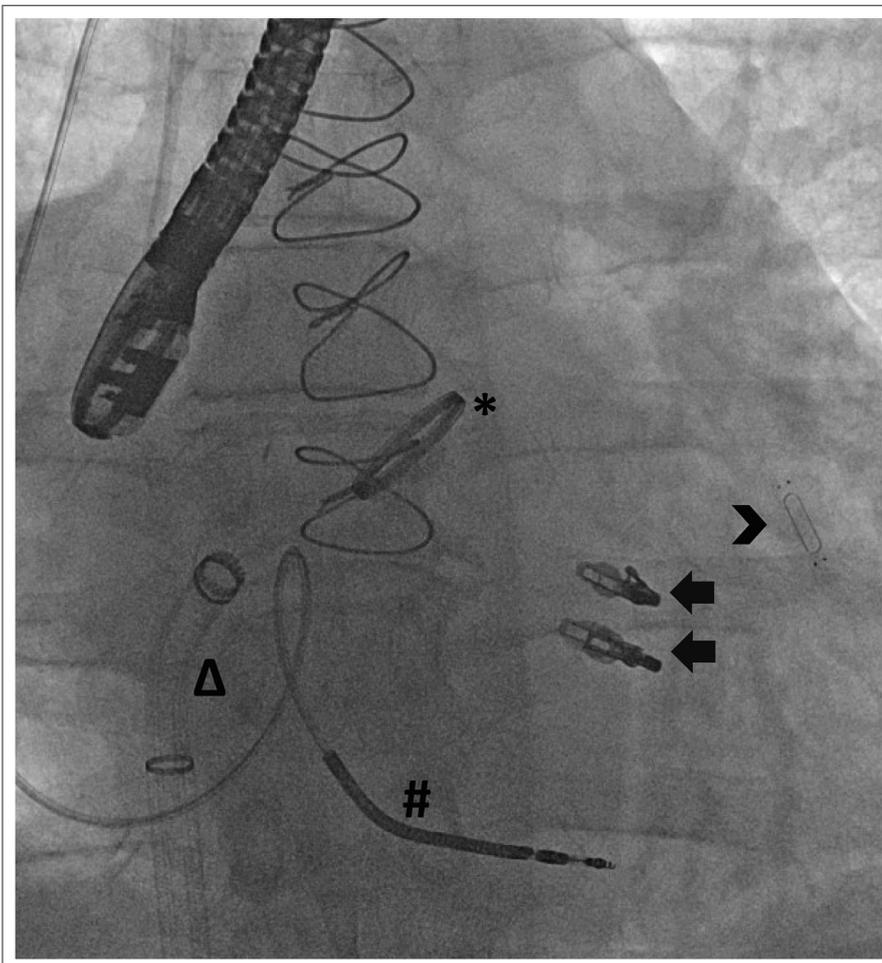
Die vollständige Brücke: Herzkatheterbild am Ende der MitraClip-Einlage (AP-Projektion, Cerclage und transösophageale Echokardiographie-Sonde im Bild): *: Mechanische Aortenklappe; #: Elektrode des VVI-ICD; Pfeil nach links = MitraClips; Pfeil nach rechts = CardioMEMS; Δ: Führungsschleuse des MitraClip-Einlegesystems
